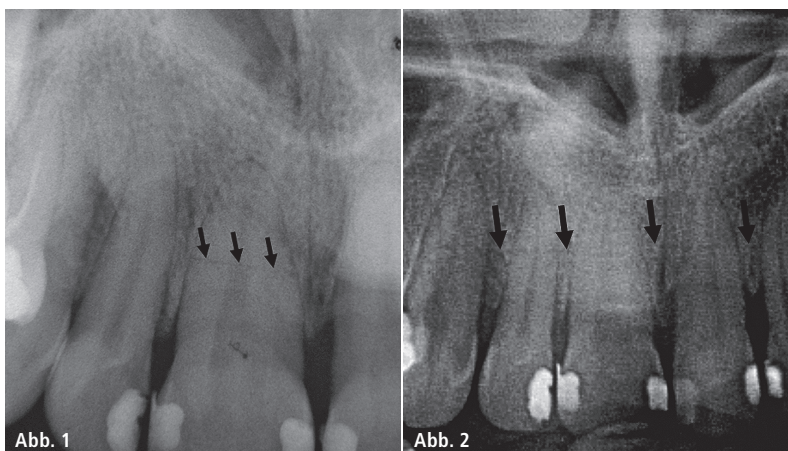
Nach dem Unfall angefertigtes Zahnrontgen, intraalveoläre Zahnfraktur 11 zwischen Zahnhal und Wurzelmitte (schwarze Pfeile). – Abb. 2: Teilansicht der ein Jahr vor dem Trauma gemachten Panoramaschichtaufnahme: Horizontal laufende Aufhellungslinien in Projektion auf die Region 12, 11 und 21 in Höhe der Wurzelmitte (schwarze Pfeile), die sich auch in der Knochenstruktur fortsetzen.
